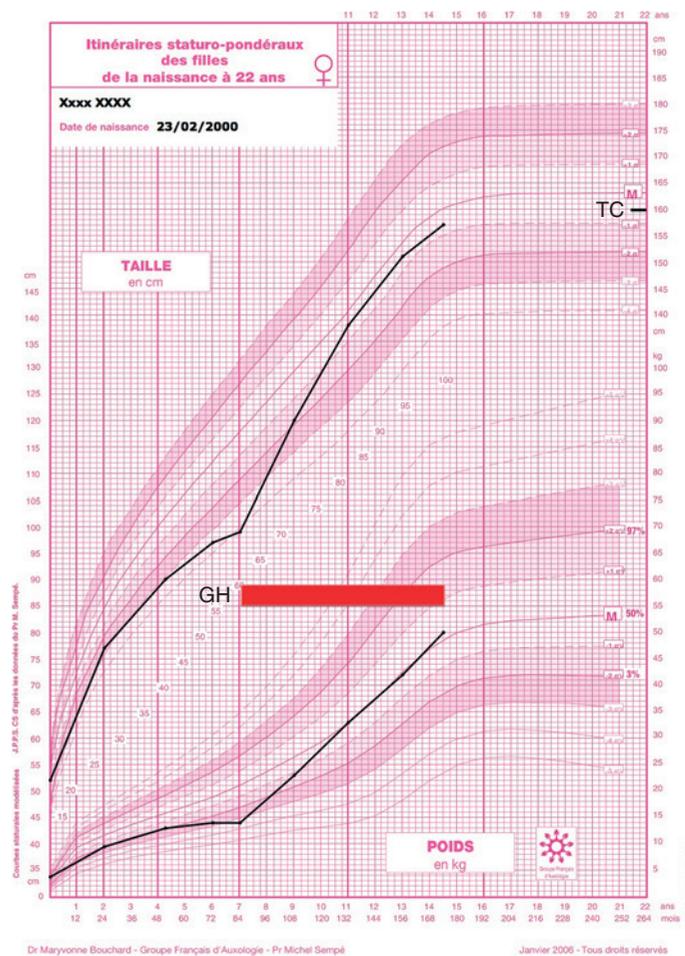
Courbe de croissance statur pondérale d'une fille présentant une cassure staturale conduisant au diagnostic de déficit somatotrope profond congénital par interruption de tige pituitaire. Le déficit somatotrope est resté isolé. Le traitement par hormone de croissance a permis de normaliser la taille. GH : *growth hormone*; TC : taille cible.
